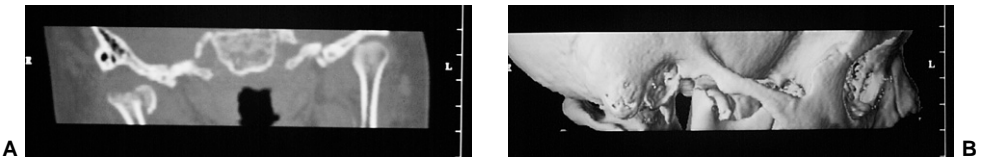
하악 과두의 골절을 보여 주는 CT사진. A, Coronal section, 내측익돌근(medial pterygoid)으로 인해 하악 과두가 근심축으로 변위된 관절강 내 골절. B, 삼차원적 영상에서 턱에 가해진 외상에 의해 과두돌기가 얼마나 변위되었는가를 보여준다.
